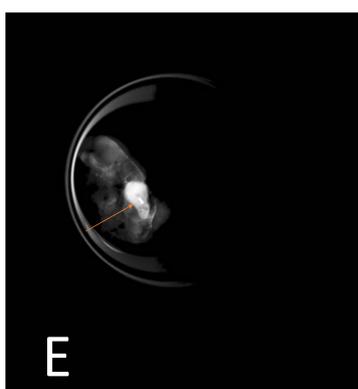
SPECT/TC: se visualizan dos ganglios centinelas (flecha amarilla) no coincidentes con el ganglio marcado con semilla I125(flecha verde)
